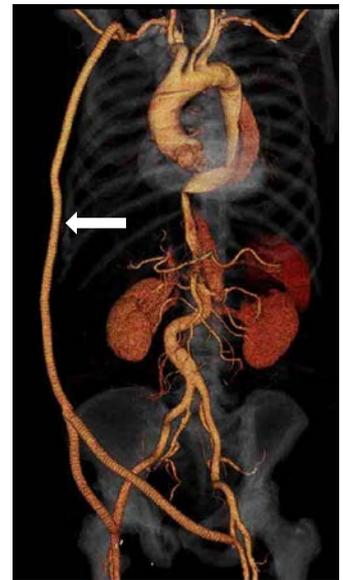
人工血管バイパス術(3次元CT像) 大動脈解離で下行大動脈が狭くなってしまい、下半身の血流が障害された。右手に行く血管と、左右の足に行く血管をY字型の人工血管(矢印)でつないで救命した。
